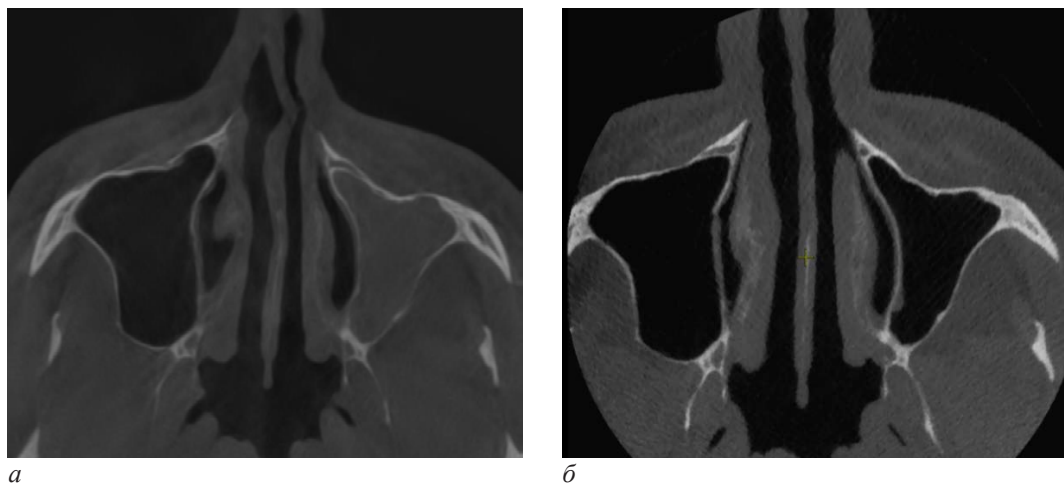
Пациент Б., 37 лет. Компьютерная томография (КТ) полости носа через 1,5 месяца после операции. Отмечается срединное положение перегородки и восстановление воздушности левой верхнечелюстной пазухи после операции: а – КТ до операции; б – КТ после операции
